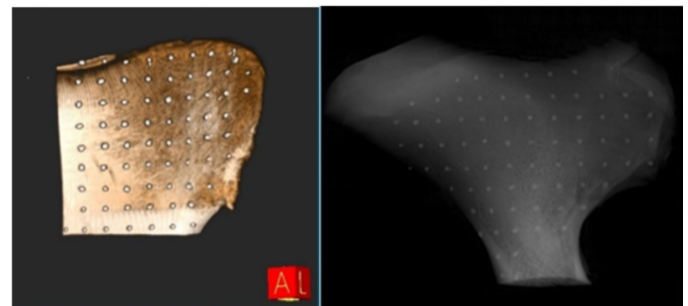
Measurement of cortical bone thickness of marked points on fresh bone blocks on the CBCT images.
